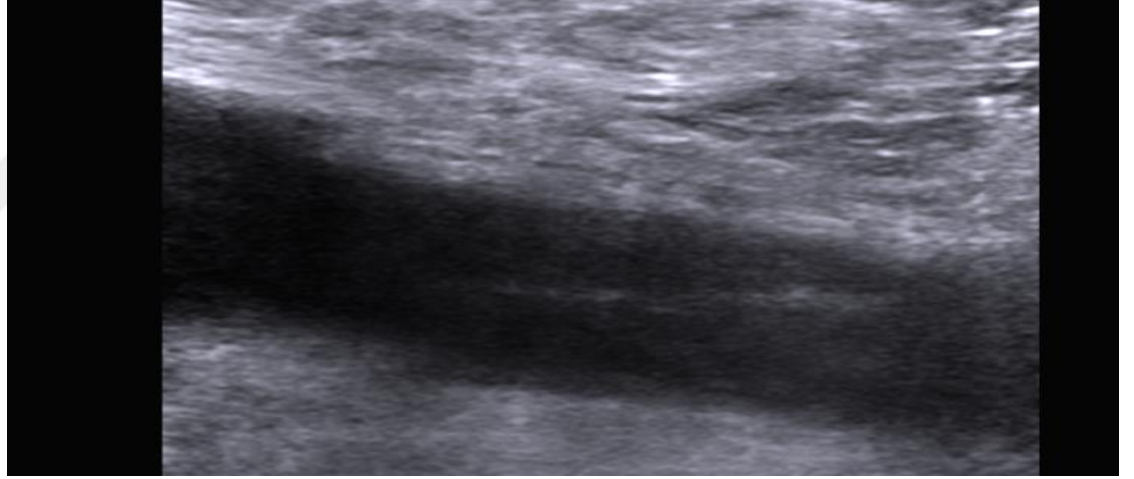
3.ay kontrolde PV'den yapılan RDUS ve spektral doppler incelemede lümende tam açılma izlendi
